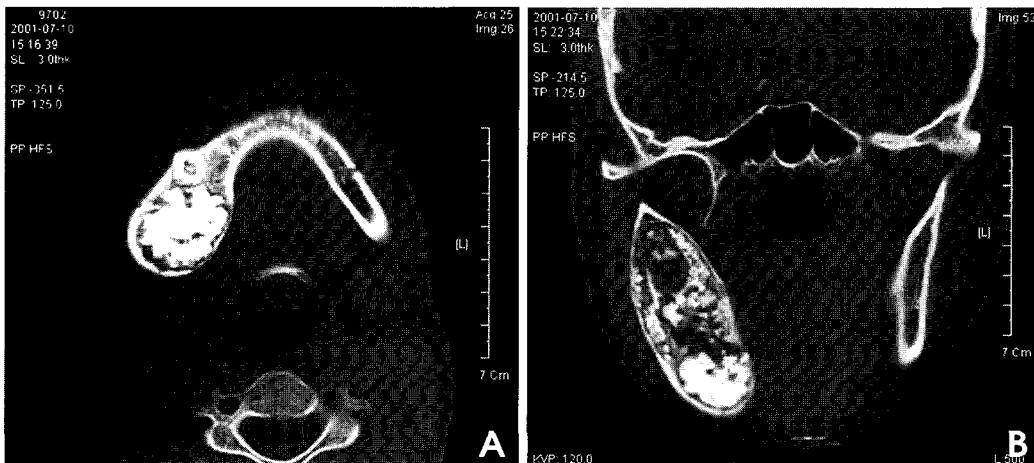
Axial (A) and coronal (B) CT scans show high density nodules scattered in the lesion on the right mandibular ramus and high-density spicules radiating from center to periphery of lesion on the right mandibular body. Buccolingual expansion and thinning of cortex are evident.
